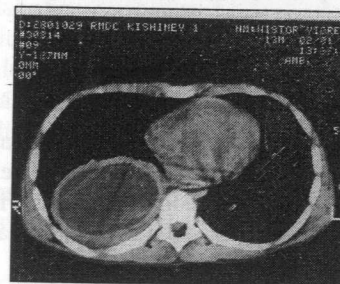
Tomografie computerizată. Bolnavul N., 12 ani. Chist hidatic de dimensiuni majore cu afectarea lobului inferior al plămânului drept
